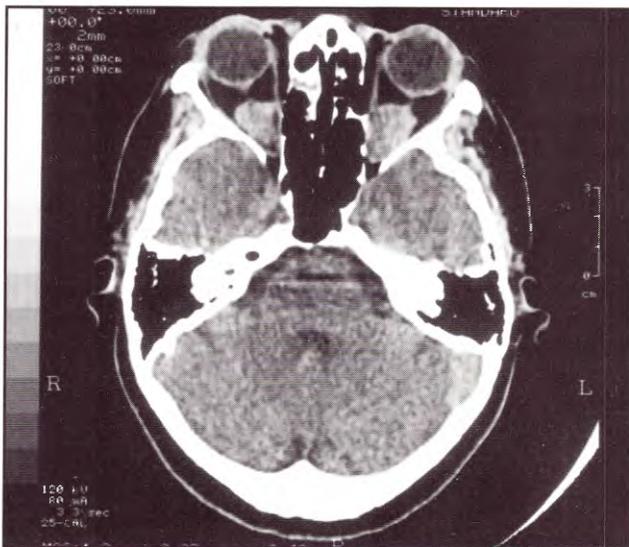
TAC que evidencia lesiones intraorbitarias e intraconales bilaterales que engloban ambos nervios ópticos.
